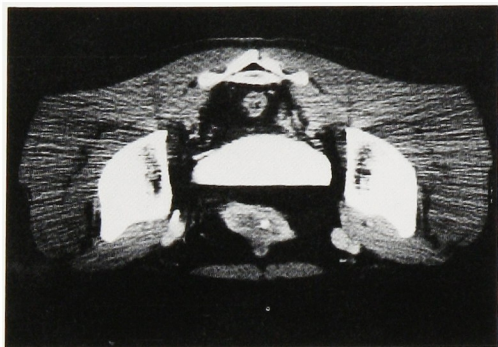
CT scan shows tumor at the dome of the bladder, calcification in the tumor is visible.
